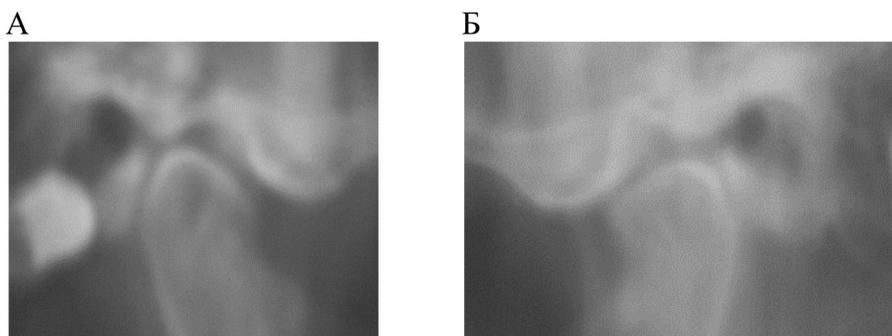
Томограмма ВНЧС пациентки С. 39 лет до лечения:
